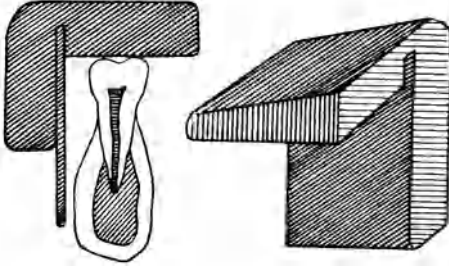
Filmhalter für Unterkiefer. (Aus Schindler, Leitfaden d. zahnärztlichen Röntgentechnik, Leipzig 1927.)
